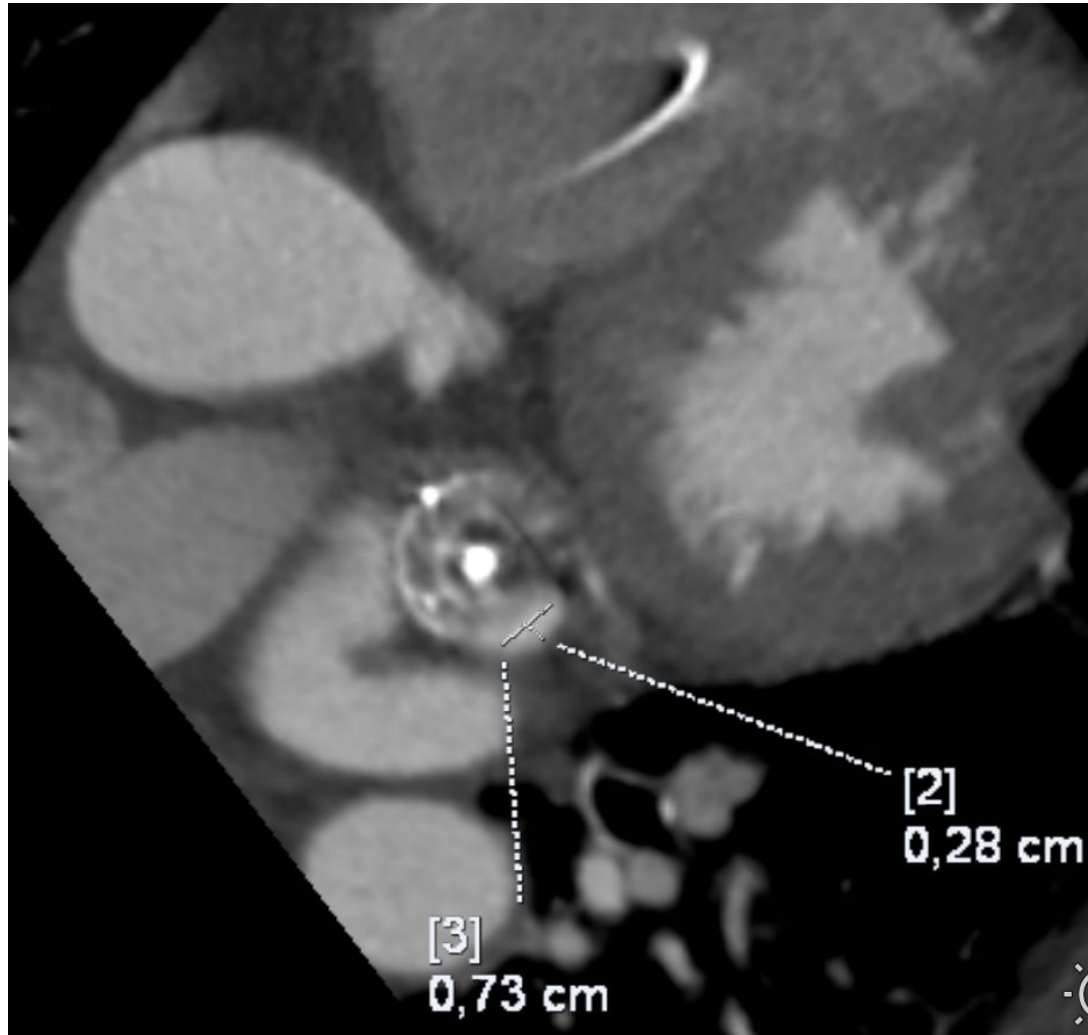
Corte axial ortogonal en el que se aprecia paso de contraste a través de un defecto de cierre de la orejuela en la cara posterolateral izquierda del dispositivo, en tomografía computarizada cardíaca con sincronización cardíaca. Paciente del HUPR.
